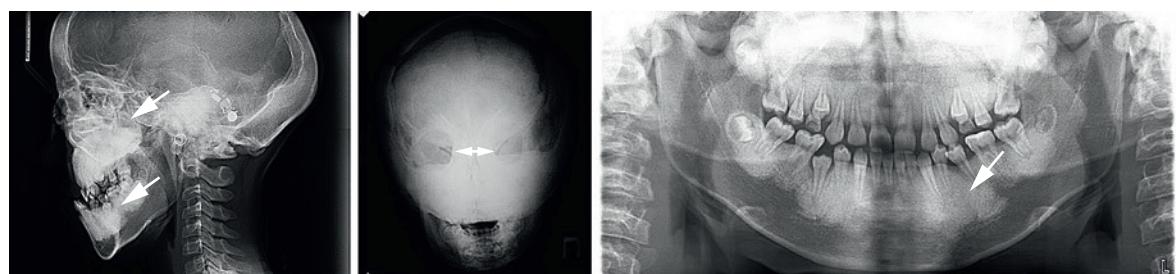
Типичные рентгенологические проявления КМД
